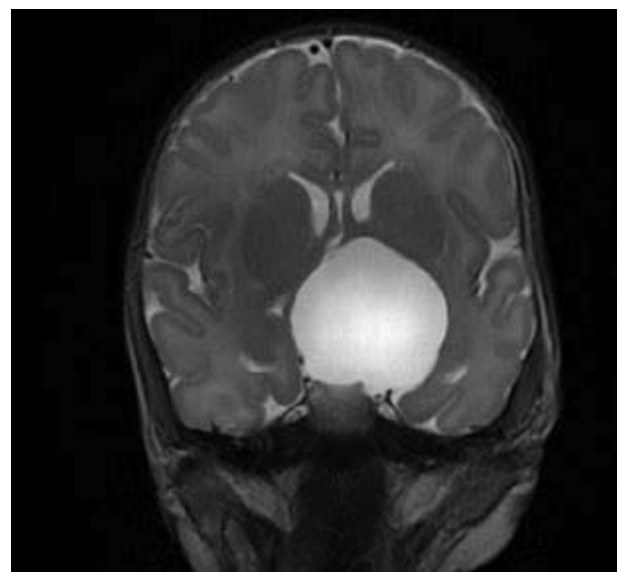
Киста кармана Ратке, содержимое кисты с однородным повышенным МР сигналом МРТ, T2-W.
